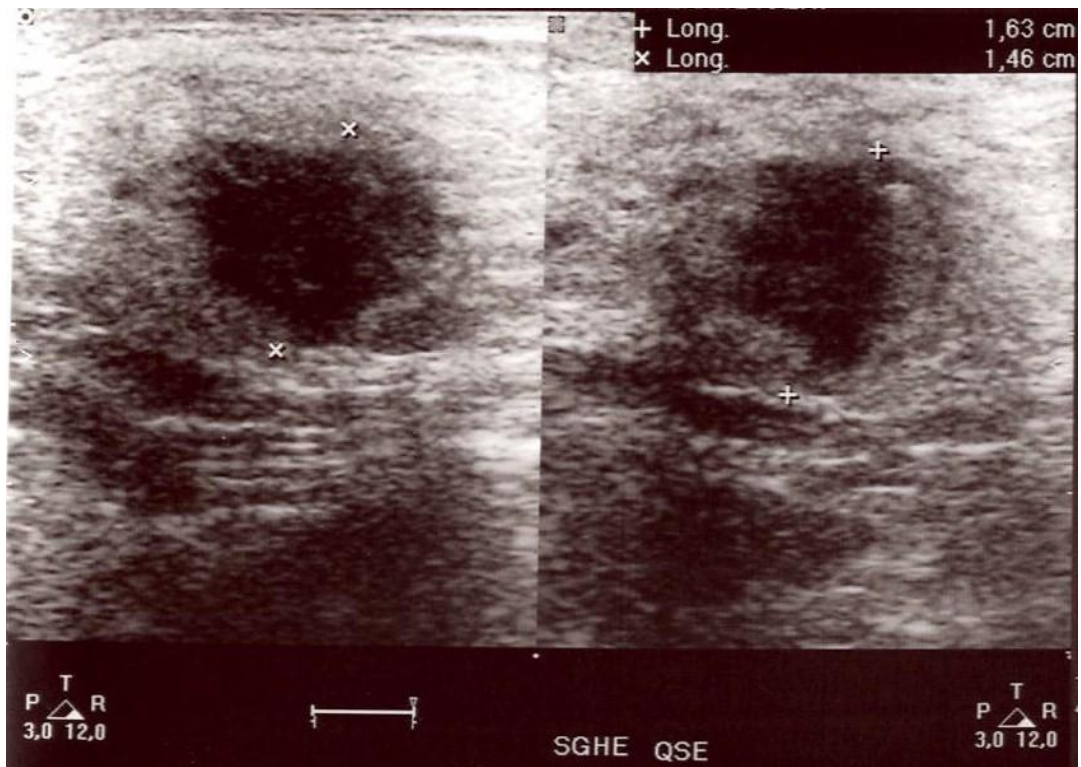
échographie du sein gauche montrant une lésion du QSE du sein gauche[23]
